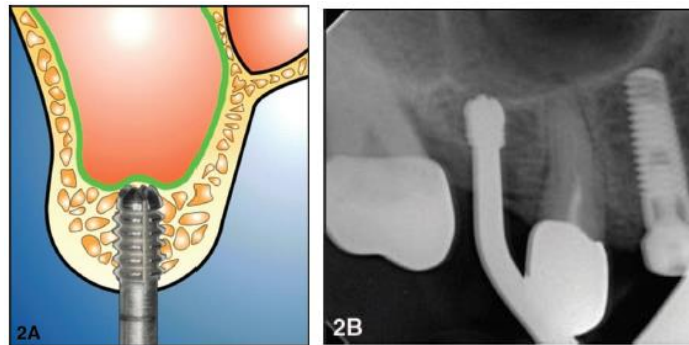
2A) Elevación de membrana sinusal con sistema piezoeléctrico; 2B) Radiografía clínica.
